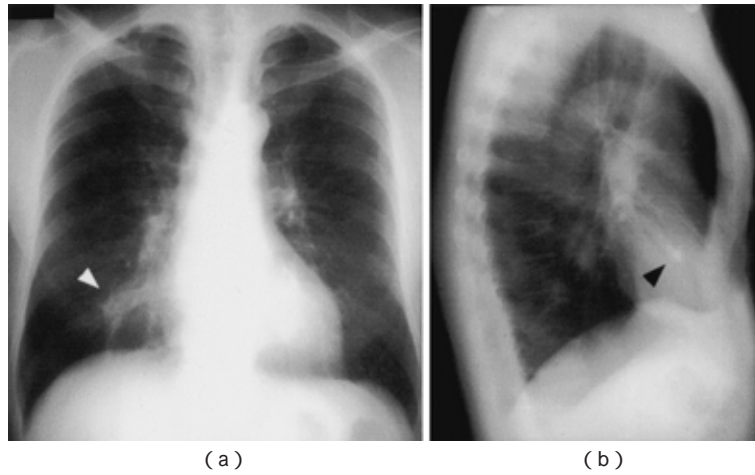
Chest radiograph on the first medical examination
